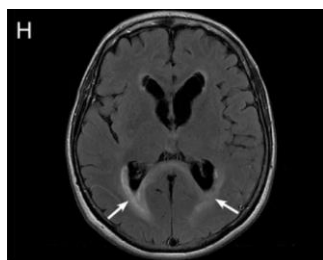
Lesiones periependimarias cerebrales en T2-FLAIR (19)
